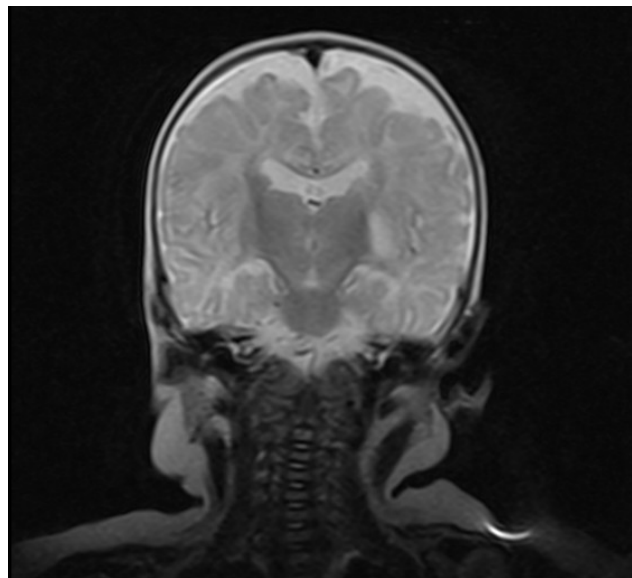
Resonancia Magnética Nuclear Simple de Cráneo en T2
